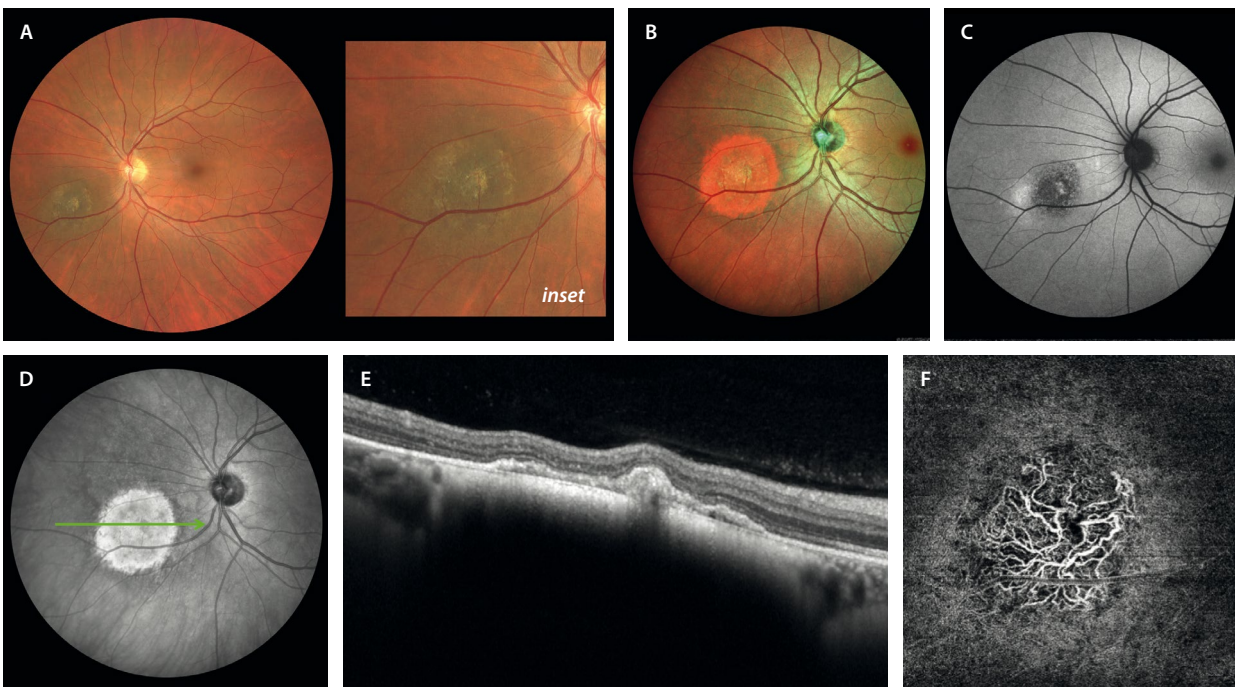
Nevus coroideo pigmentado. A) En la retinografía se aprecia un nevus coroideo pigmentado con cambios drusenoides amarillentos (*inset*). B) La imagen multicolor realza las lesiones reflectivas coroideas de color rojo. C) La autofluorescencia destaca una imagen hipoautofluorescente con un margen nasal hiperautofluorescente. D) La imagen cercana a la infrarroja realza, al igual que la multicolor, la lesión coroidea hiperreflectiva. E) En un corte de la tomografía de coherencia óptica a través (flecha verde en D), se aprecia una lesión hiperreflectiva en la coroides interna que produce sombra posterior y adelgaza la coriicapilar suprayacente. Dada la isquemia relativa a nivel coroideo, aparece un desprendimiento del epitelio pigmentario plano y de poca altura con un techo irregular que corresponde a una imagen de tipo SIRE (*shallow irregular RPE elevation*), que se correlaciona con la presencia de una membrana neovascular de tipo 1 en la imagen de la angiografía por tomografía de coherencia óptica (F).
